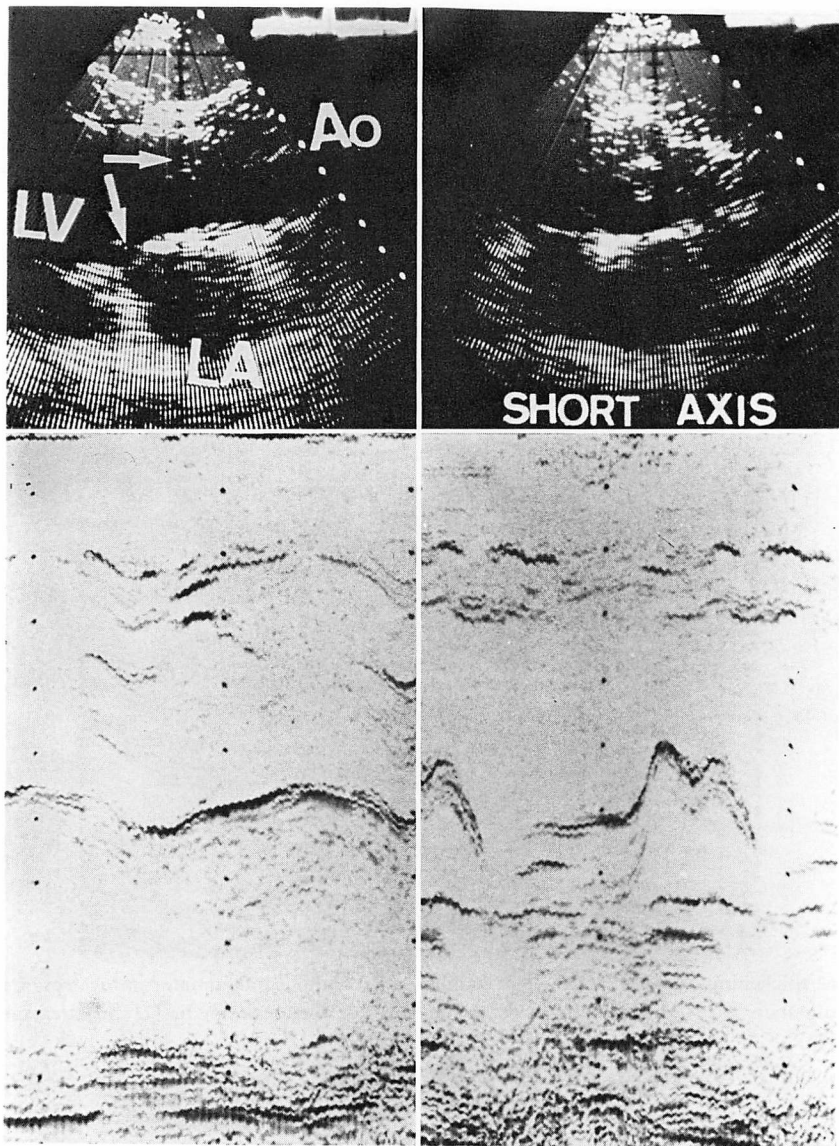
Two-dimensional and M-mode echocardiograms of Case 5.
